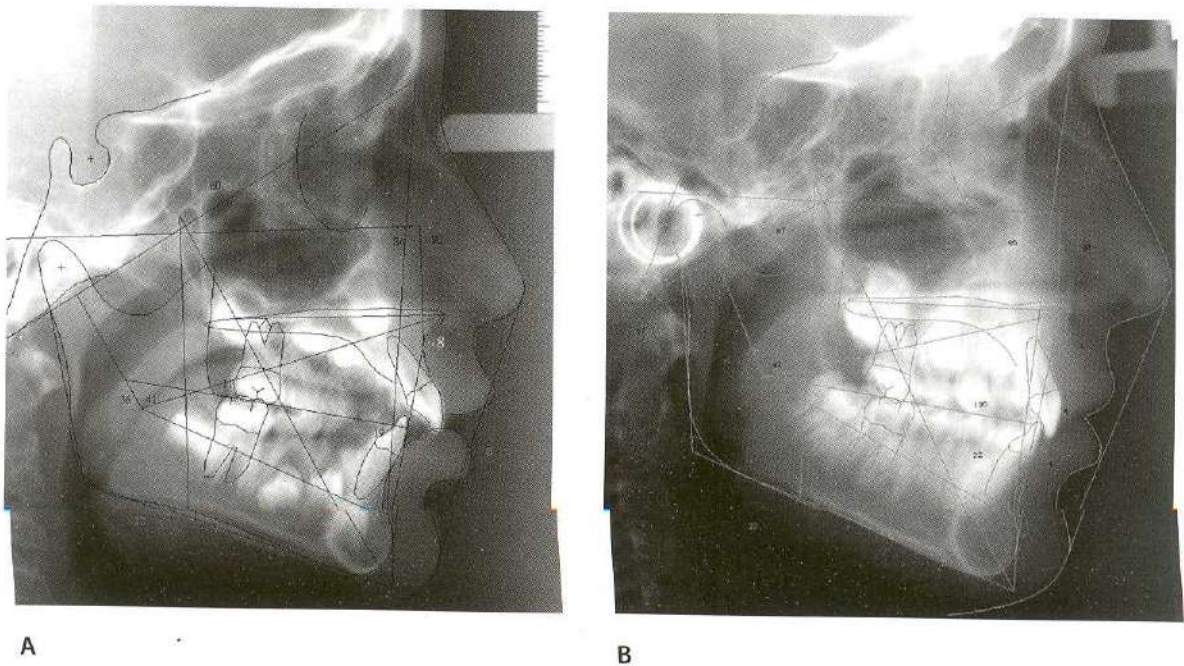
Radiografías cefálicas pre y post tratamiento donde se puede observar los cambios obtenidos con el tratamiento, todo dentro de lo que se esperaba al planificar la terapia con el extraoral.
